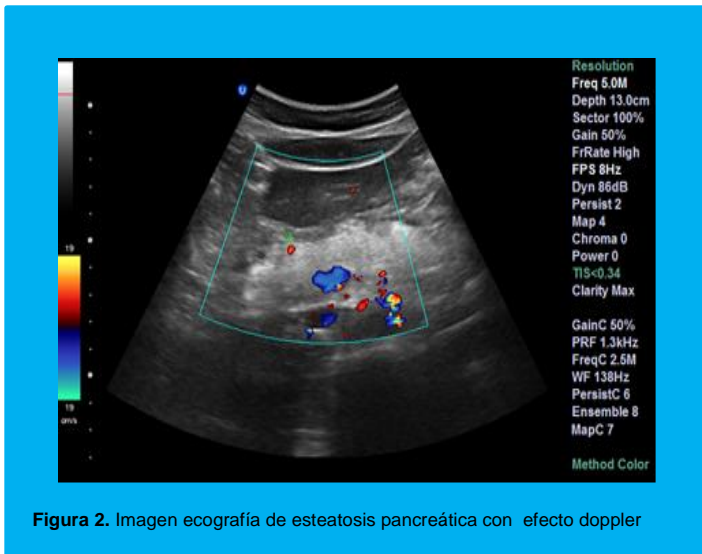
Imagen ecografía de esteatosis pancreática con efecto doppler
